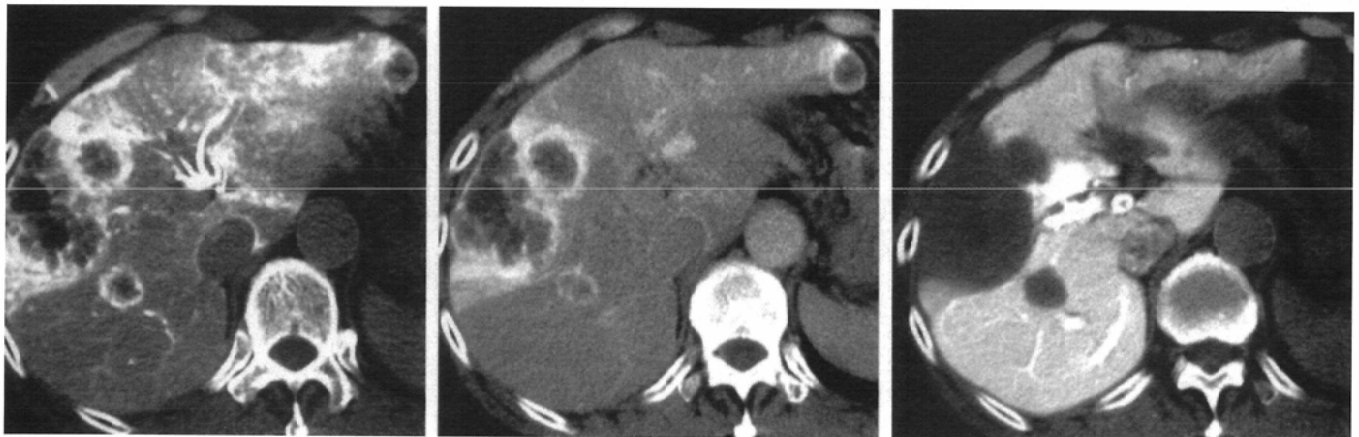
Metastatic liver cancer (colon cancer). A: CTA early phase, B: CTA delayed phase, C: CTAP. Typical metastatic liver cancer nodules are seen in the right lobe and tip of the lateral segment. Ring-like enhancement with central lucency is the typical pattern of metastatic liver cancer. The unenhanced zone of the mass lesion on CTAP, probably a result of compression of the portal branches, was very well enhanced on CTA.
